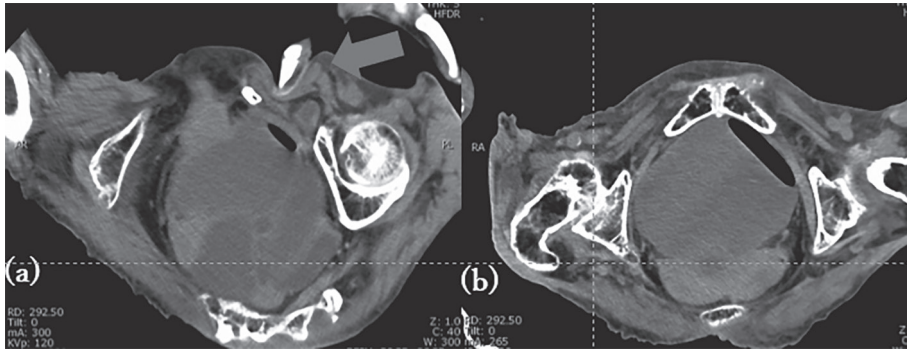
腹部単純CT：a：術者の第1指（矢印）を入れた状態で撮影。b：修復後。
